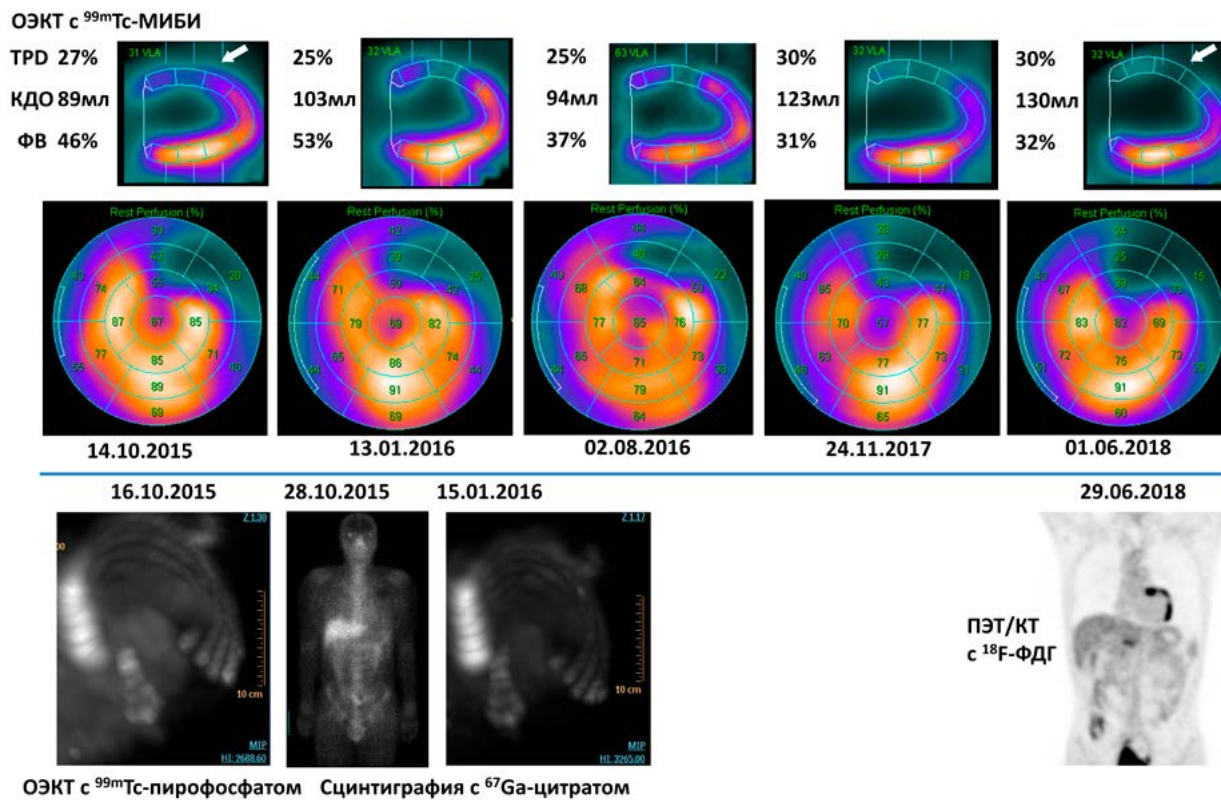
Временная шкала выполнения сцинтиграфических исследований пациенту с саркоидозом. Стрелкой отмечена зона рубцового поражения по данным перфузионной ОЭКТ миокарда.
